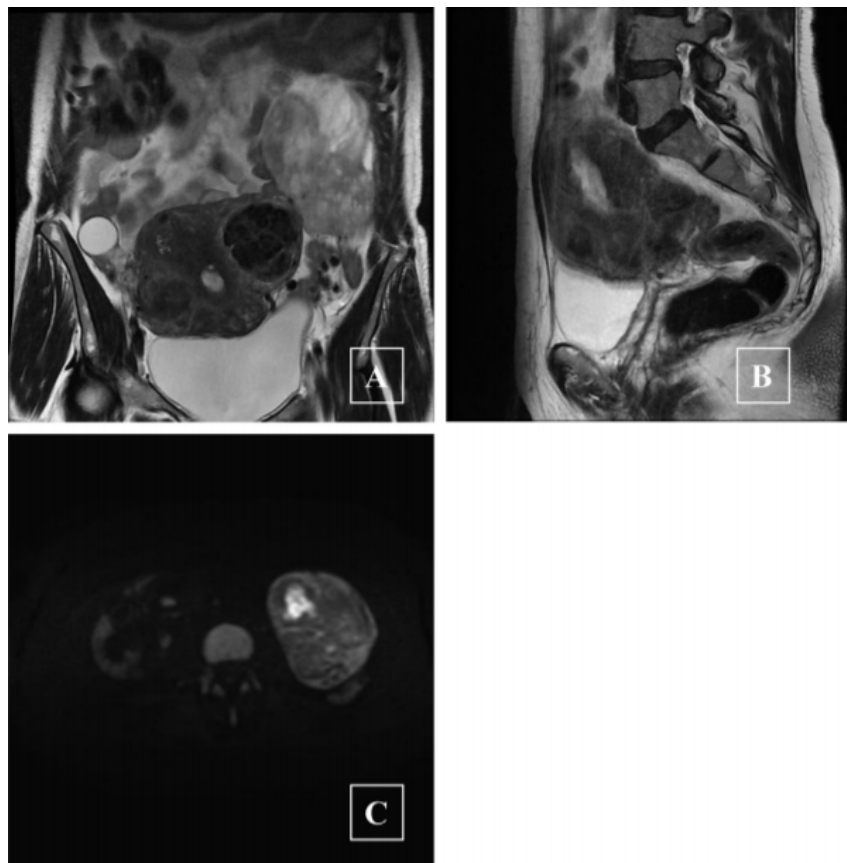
IRM pelvienne avec injection de gadolinium. A. Coupe coronale en séquence T2 : masse ovarienne gauche de 120x120x80 mm, hétérogène, avec des hypersignaux évoquant des plages hémorragiques. B. Coupe sagittale en séquence T2 : épaississement de l'endomètre. C. Séquence de diffusion : masse mixte avec portion liquidienne en hypersignal [77].
